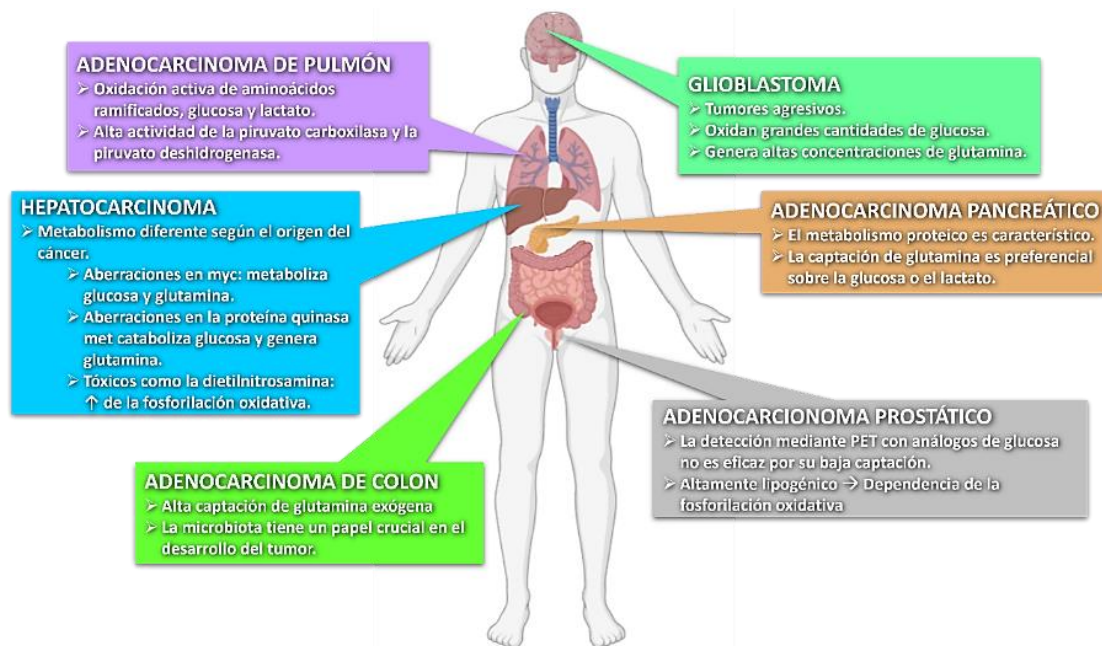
Las características metabólicas de los tumores dependen del tejido de origen. Los tumores muestran diferencias metabólicas según factores intrínsecos y extrínsecos de la célula. El CaP, a diferencia de otros tumores, no depende de la glucosa (baja captación de análogos de glucosa mediante PET), sino que es altamente lipogénico y dependiente de la fosforilación oxidativa. Adaptado de (56). Creado con BioRender.com
